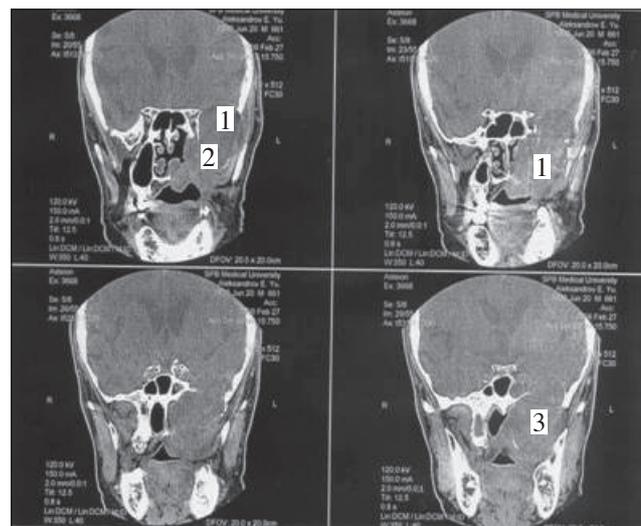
Компьютерная томография лицевого черепа и головного мозга до хирургического лечения.
